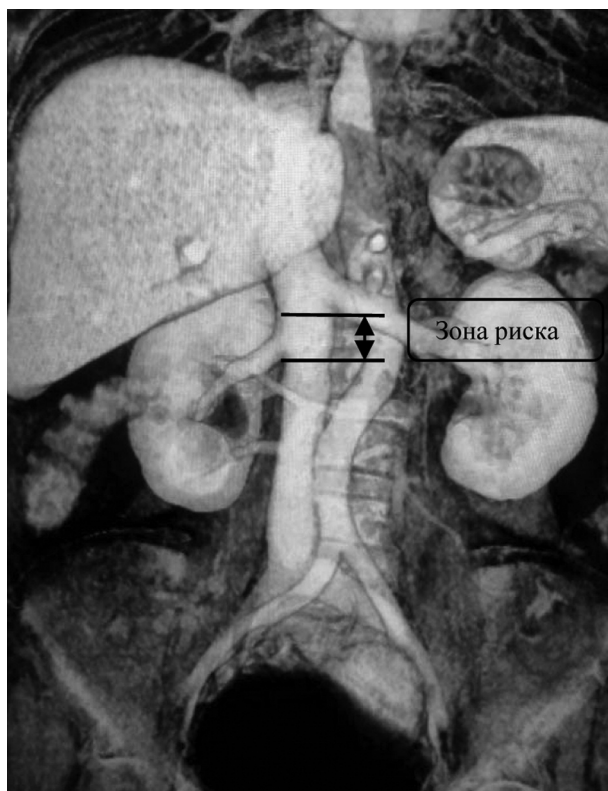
МСКТ. Фронтальная реконструкция. Правая и левая почечные вены впадают в НПВ на различных уровнях. При наложении зажима под устьем правой почечной вены возникает "зона риска" попадания первой поясничной вены в область васкулярной изоляции тромба.
